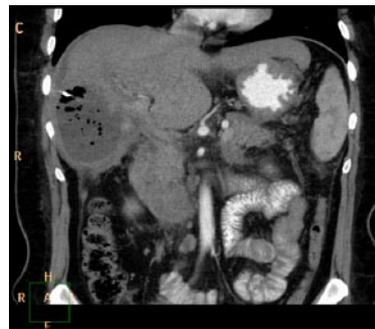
КТ-изображение абсцесса печени с наличием дренирующего катетера в его полости: а – в нативную фазу исследования; б – в артериальную фазу исследования
